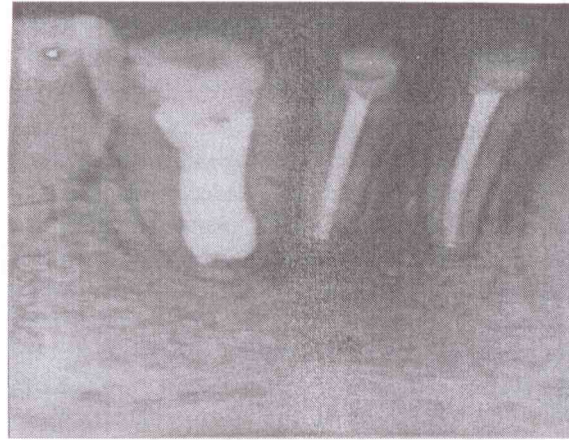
Kök kanalına kalsiyum hidroksit konulduktan sonra alınan radyografisi.
